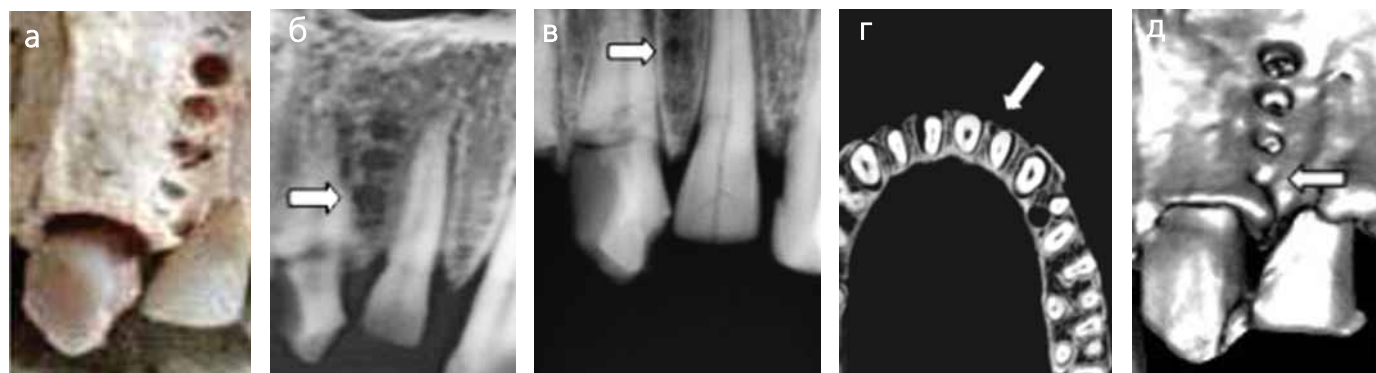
Исследование верхней челюсти. Фотография наружной поверхности челюсти с искусственными дефектами в межальвеолярной перегородке между зубами 2.1 и 2.2 (а). Искусственные дефекты кости выявляются при размерах от 1,5 мм в диаметре на ортопантомограмме (фрагменте) (б), от 2 мм — на внутриротовой интерпроксимальной рентгенограмме (в), от 1 мм в диаметре на конусно-лучевой компьютерной томограмме в аксиальной проекции (г) и от 0,5 мм при трехмерной реконструкции изображения (д)
